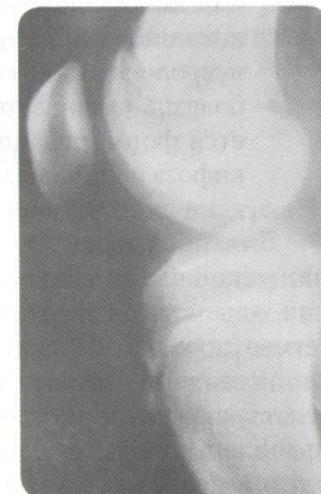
Болезнь Осгуд—Шляттера. Рентгенограмма
